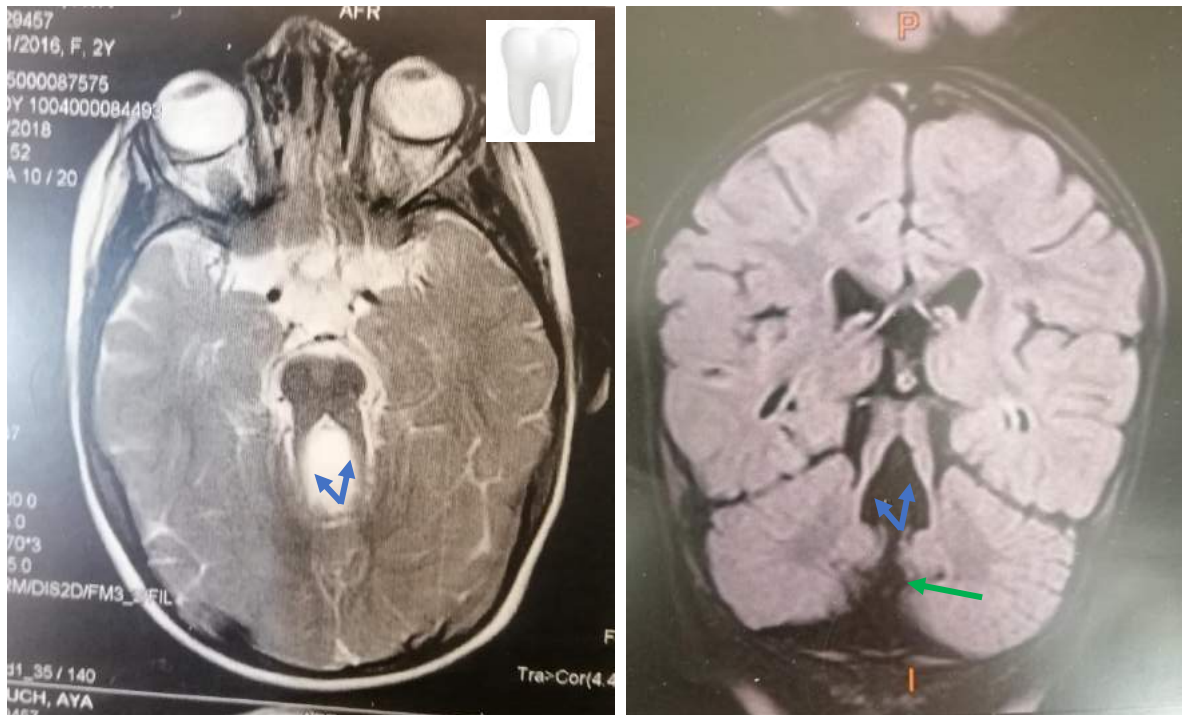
IRM cérébrales montrant le signe de la dent molaire
